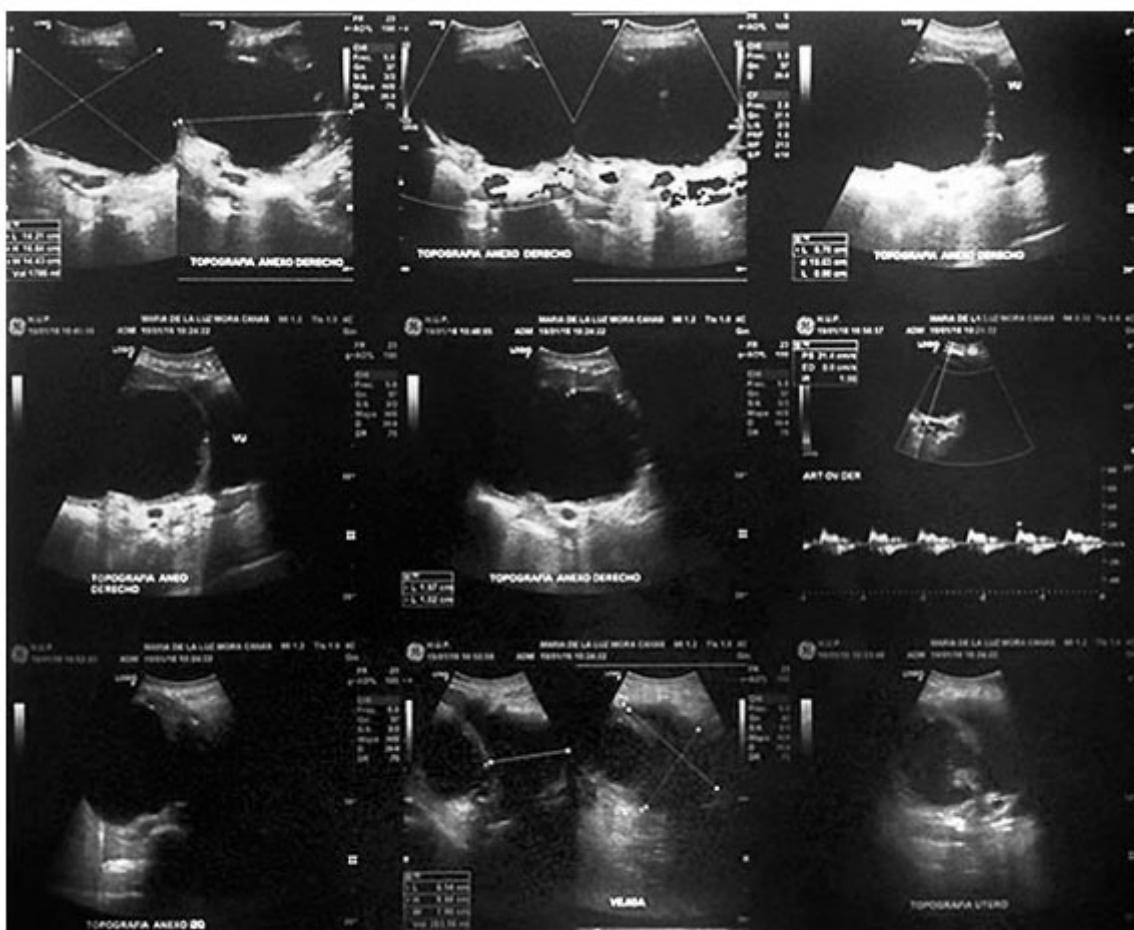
Ultrasonido pélvico. Tumoración con bordes irregulares pero bien definidos con un volumen de 1 786 mm.
